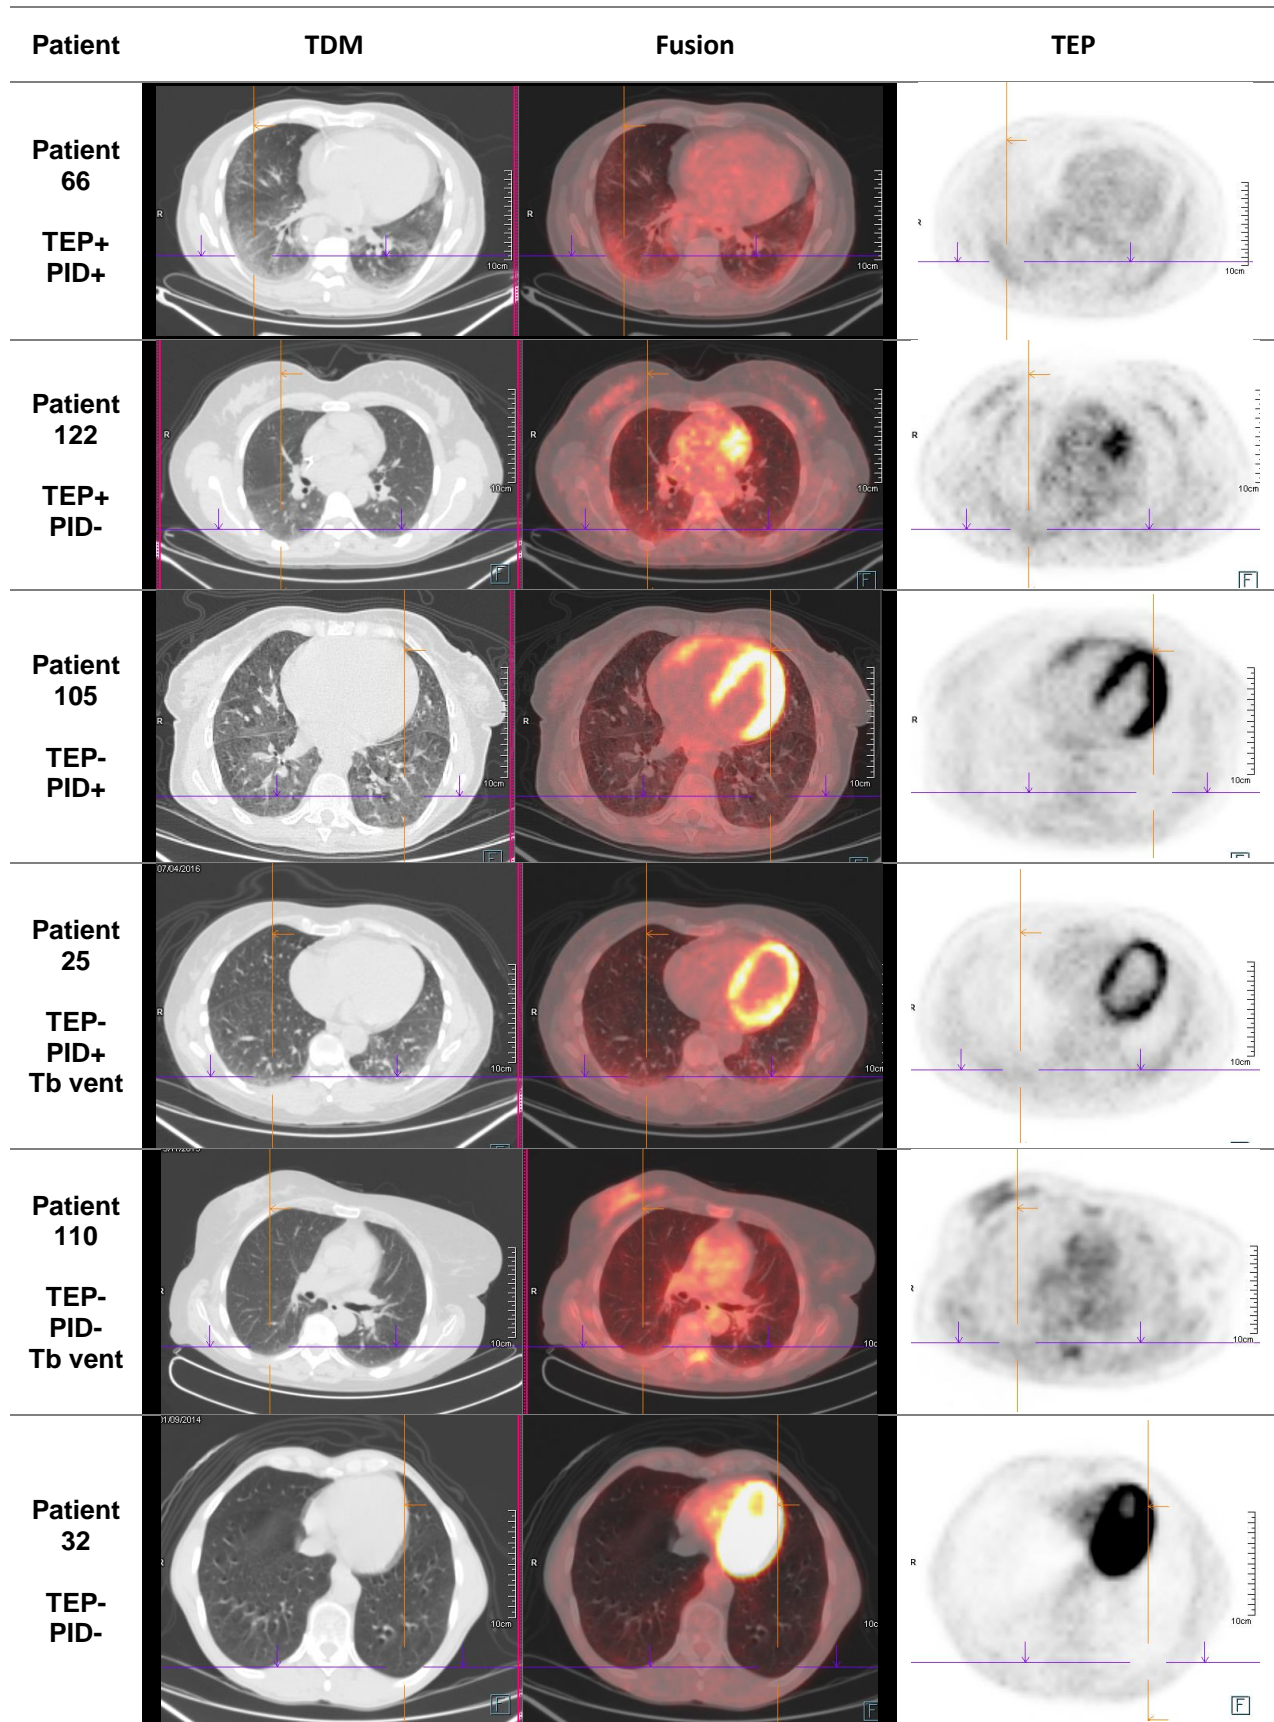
exemples de TEP au 18FDG selon leur interprétation (TEP + ou TEP-), la présence de PID (PID + ou PID -), et la présence de trouble de ventilation (tb vent). De gauche à droite : images TDM, images fusionnées et images de TEP.
